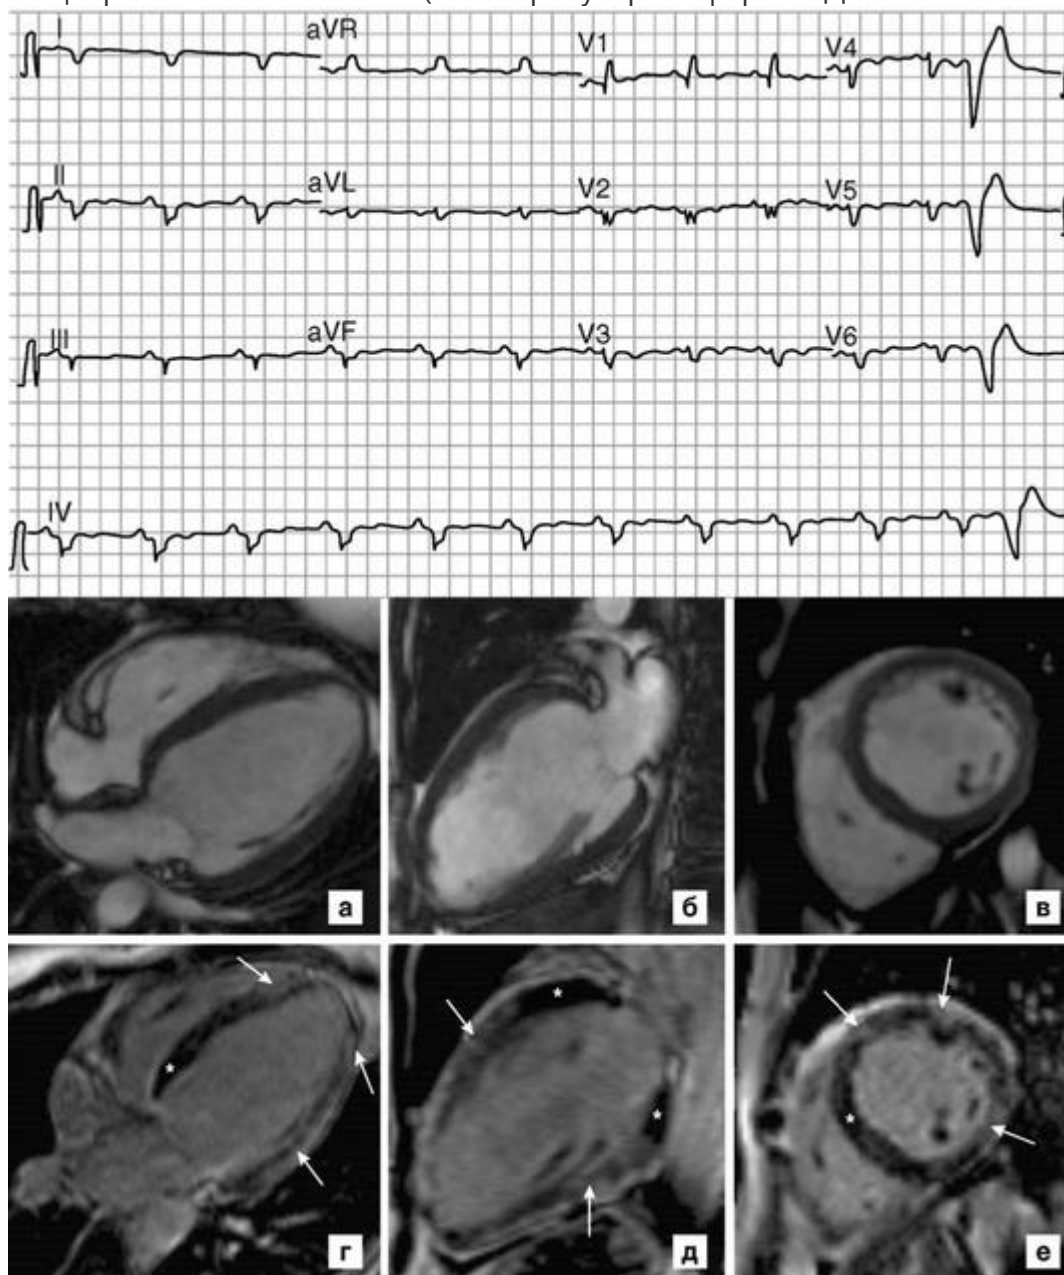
ЭКГ (сверху) и магнитно-резонансная томограмма (снизу) больной В. с мутацией в гене филамина С. Электрокардиограмма (скорость записи - 25 мм/с): низкий вольтаж комплексов *QRS* в стандартных отведениях, выраженное снижение амплитуды зубца *R* во всех отведениях. Магнитно-резонансная томограмма сердца (канд. мед. наук Е.А. Мершина): дилатация полости левого желудочка со снижением его сократительной функции: а - киноМРТ, длинная ось левого желудочка, 4-камерная проекция; б - киноМРТ, длинная ось левого желудочка, 2-камерная проекция; в - киноМРТ, короткая ось; г-е - отсроченное контрастирование, множественные интрамиокардиальные и субэпикардиальные участки контрастирования (указаны стрелками). * Неповрежденный миокард в базальных сегментах
